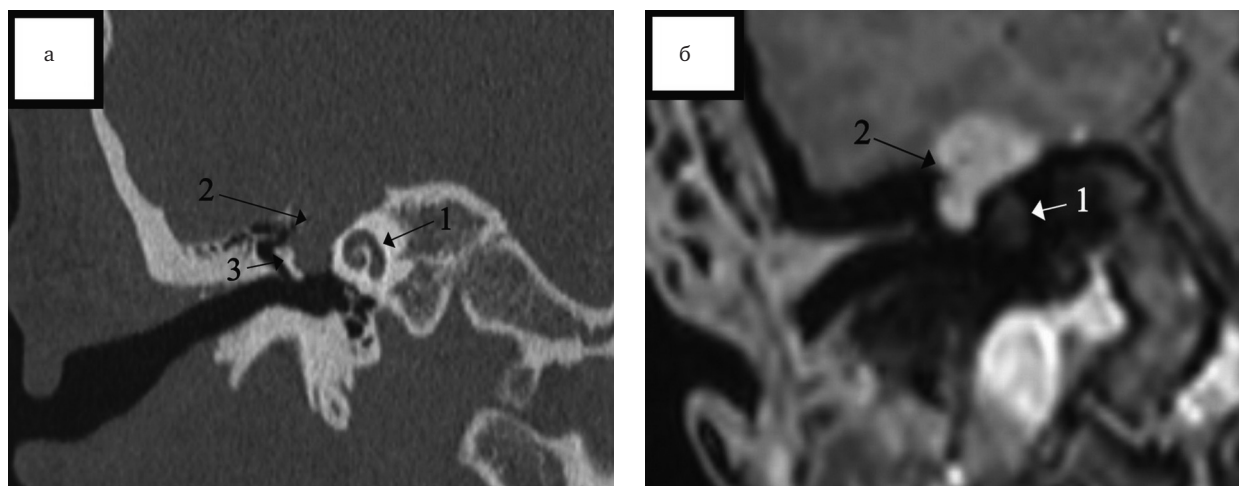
Данные визуализирующих методов исследования пациента со шванномой лицевого нерва в области коленчатого узла с распространением в среднюю черепную ямку справа, коронарная проекция: а – компьютерная томография; б – магнитно-резонансная томография; T1-взвешенное изображение с контрастным усилением;
